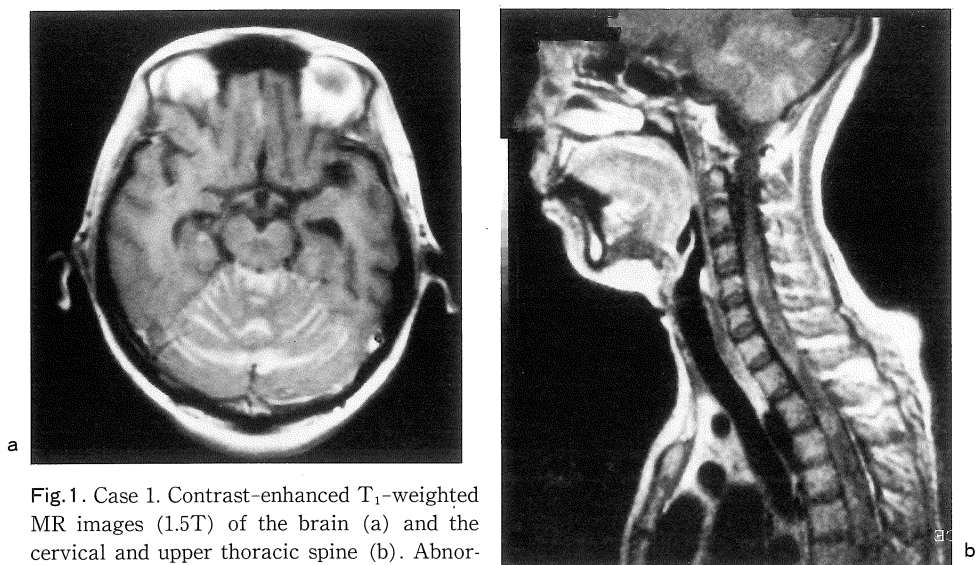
Case 1. Contrast-enhanced T<sub>1</sub>-weighted MR images (1.5T) of the brain (a) and the cervical and upper thoracic spine (b). Abnormal enhancement in the cerebellar sulci and interpeduncular fossa is demonstrated (a). Linear and partially nodular abnormal enhancement is noted on the surface of the spinal cord (b). MR images of lower part of the spinal cord (not shown) demonstrate similar finding.
